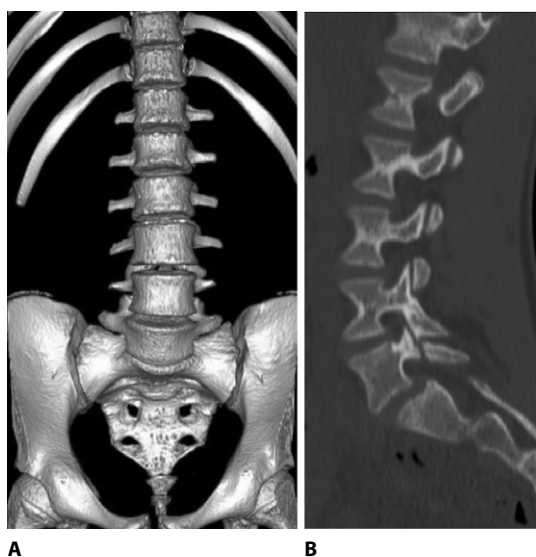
Результаты компьютерной томографии поясничного отдела позвоночника и крестца 17-летнего пациента К. Люмбализация позвонка S₁ (А). Спондилолиз межсуставной части дуги люмбализированного позвонка (В). Спондилолистез люмбализированного позвонка I степени тяжести (В)
